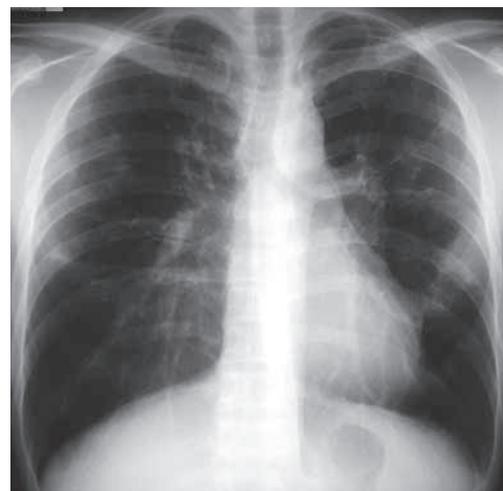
Chest radiograph at first examination shows improvement of shadows.
